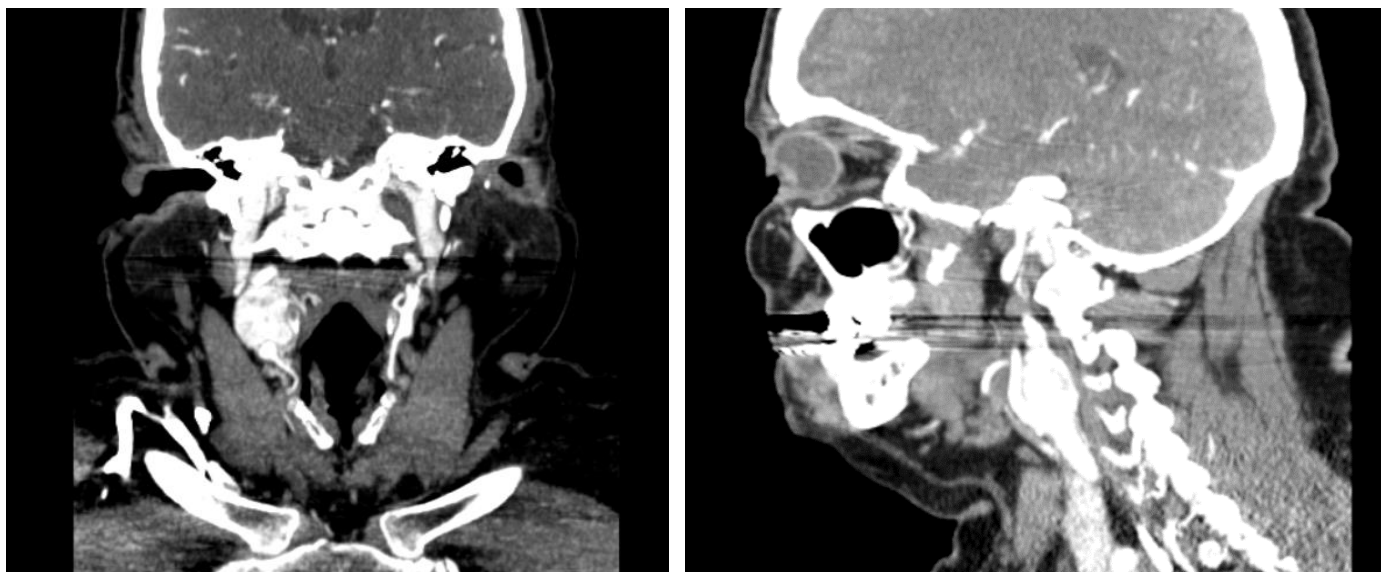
Cortes Coronal e Sagital - Angio TC cervical
